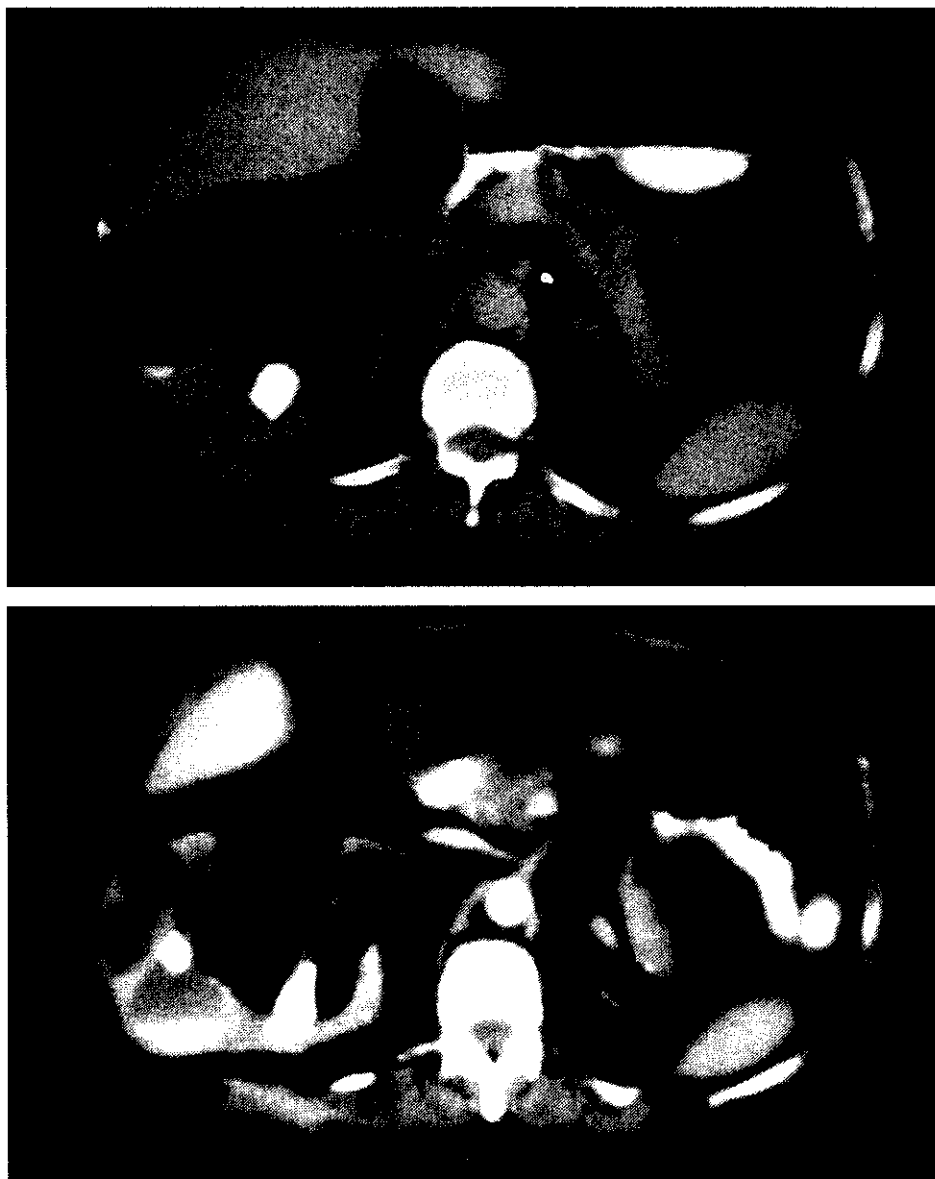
PN xantogranulomatosa. 15A) TC sin contraste. Se observa un riñón derecho difusamente aumentado de tamaño con un cálculo en el seno renal. El parénquima renal está sustituido por múltiples áreas de baja atenuación que representan cálices dilatados. Existe además afectación del espacio perirrenal y pararrenal posterior. 15B) TC con contraste i.v. En fase de nefrograma, se visualiza captación del parénquima renal sin evidencia de excreción de contraste en el mismo paciente que en la fig.13, que había sufrido nefrectomía diez años antes.
